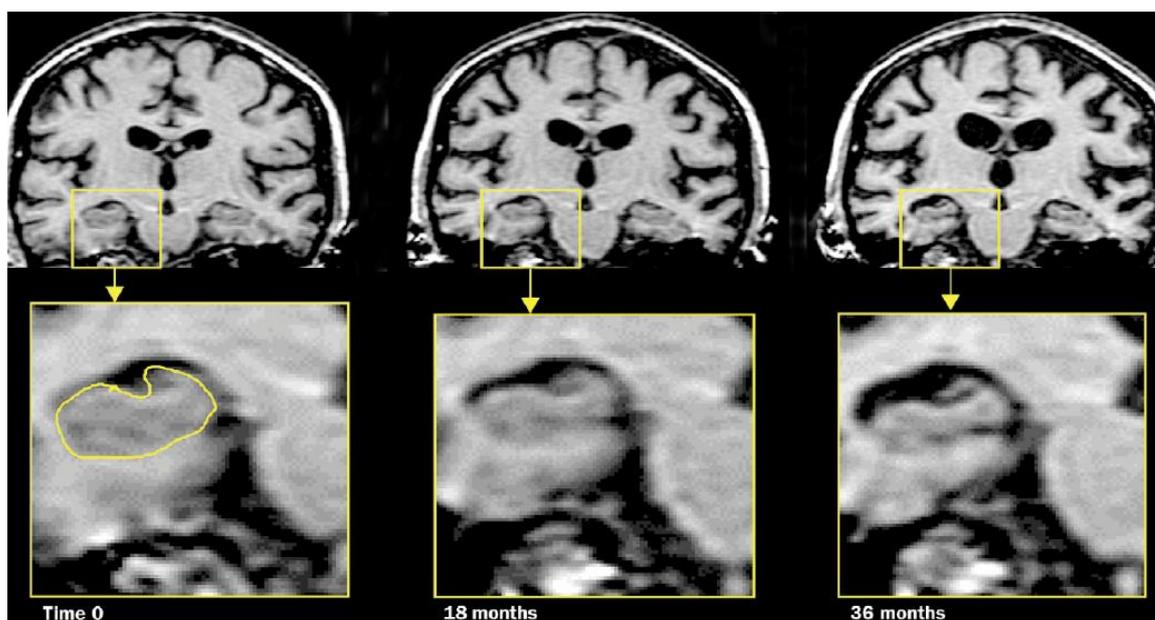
Imagens geradas por RM de um indivíduo com Doença de Alzheimer. A progressão da atrofia do hipocampo, evidenciada nos quadros amarelos, é bem visível ao longo do tempo. Imagem adaptada de⁵⁶
